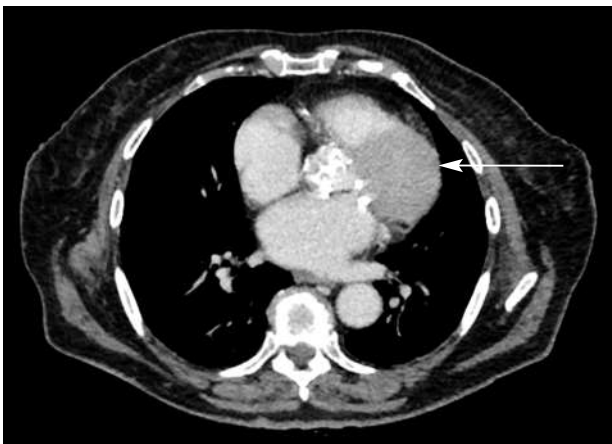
Компьютерная томограмма сердца. Стрелкой указан выраженный кальциноз аортального клапана
